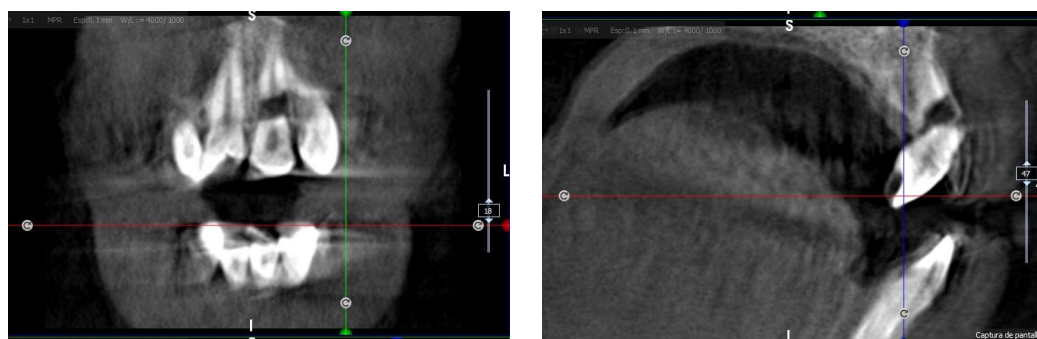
Cortes de CBCT en donde se observa fractura radicular oblicua y fractura cortical ósea
